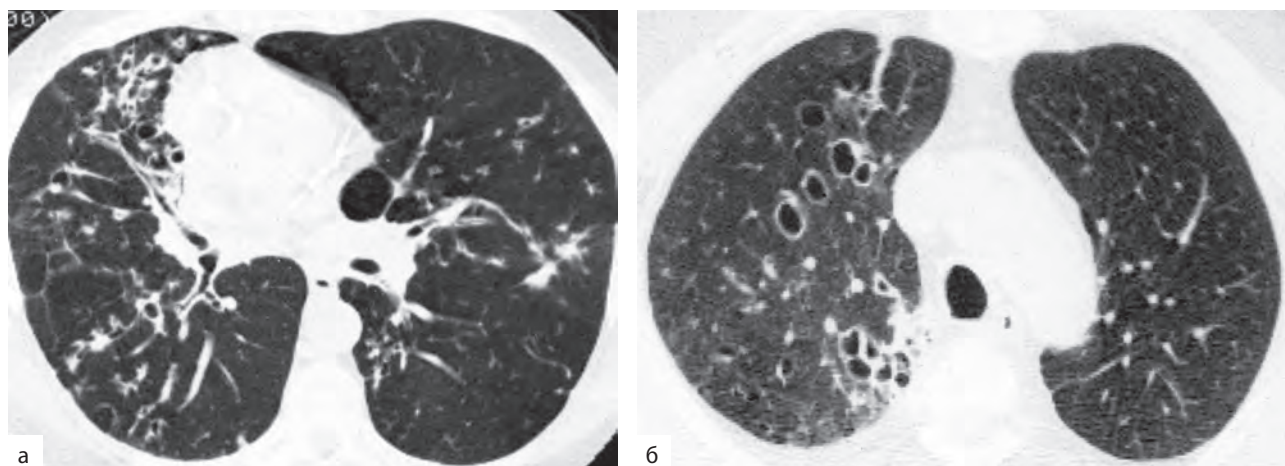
Компьютерная томография высокого разрешения. Цилиндрические (а) и мешотчатые (б) бронхоэктазы в средней и нижней долях правого легкого
